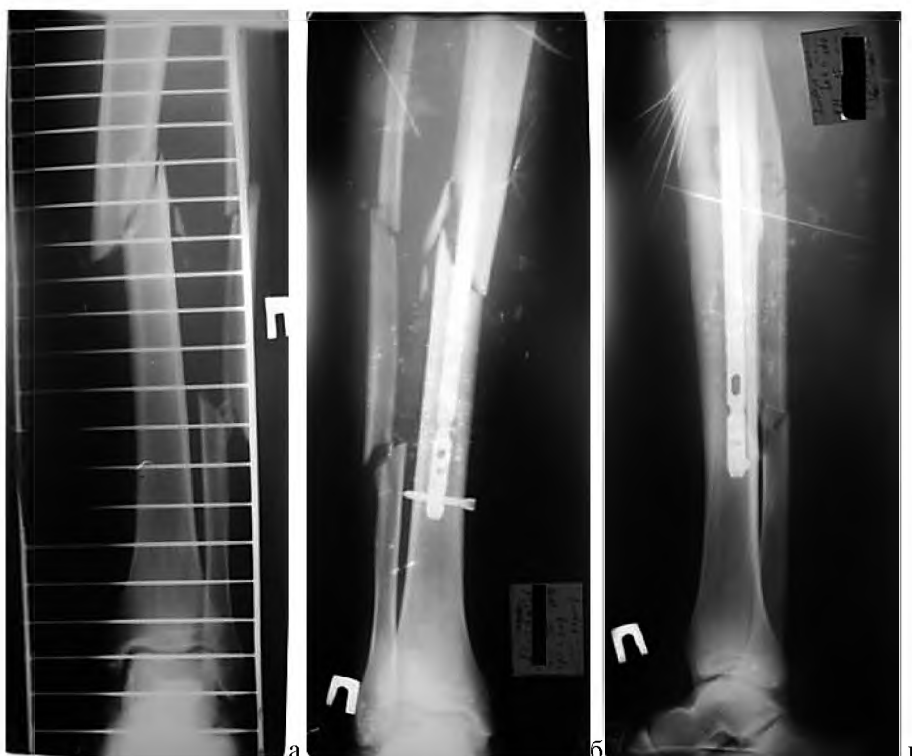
Рентгенограмма пациента Б-о Н. А., 38 лет, и/б № 731.
